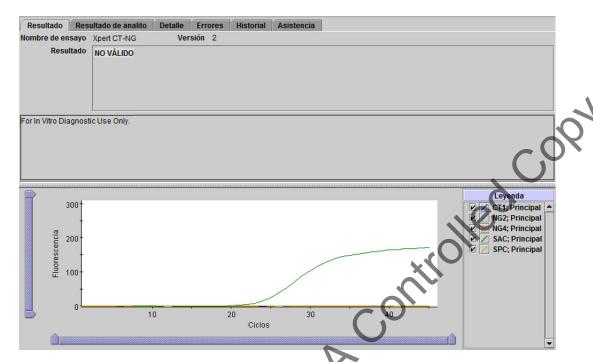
Xpert CT_NG - Resultado no válido
